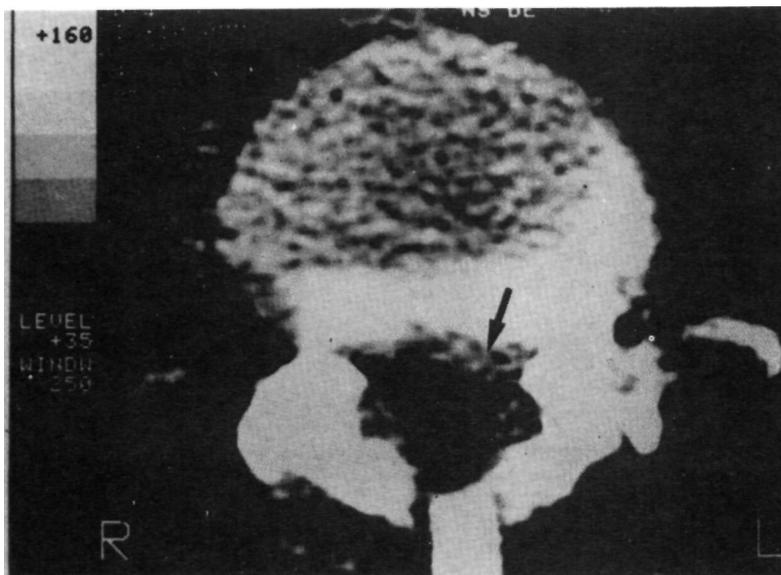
Tomografía Axial Computerizada de región lumbosacra para el diagnóstico de compresiones discales primarias. Compresión de raíz izquierda (señalada con flecha).
